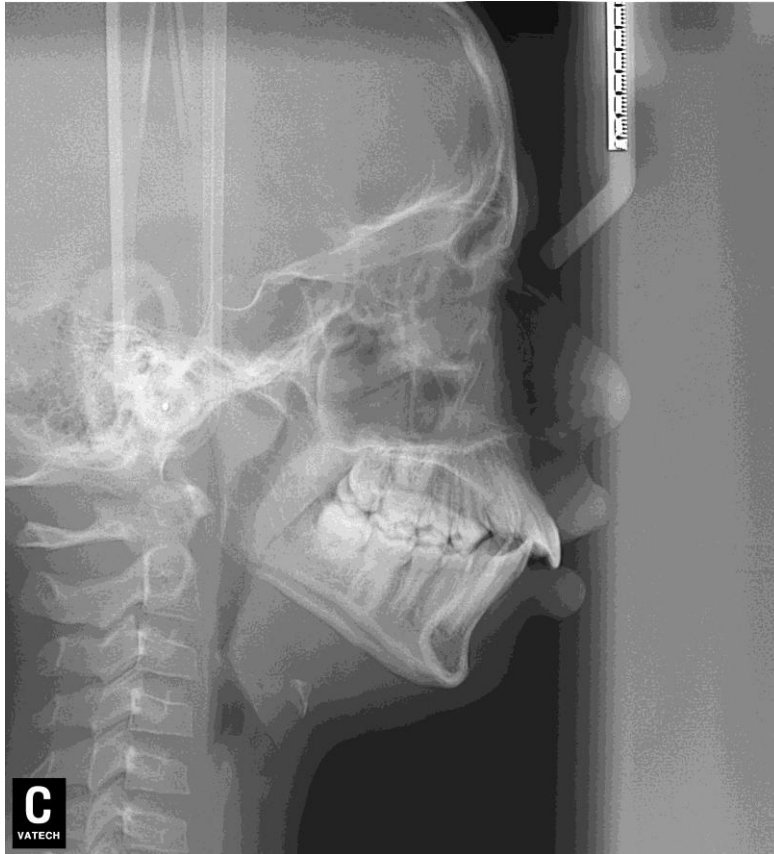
Telerradiografia inicial
